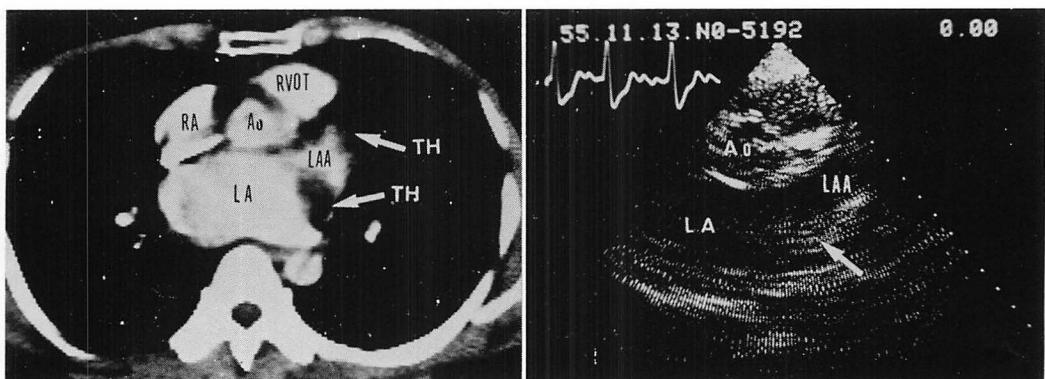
Computed tomogram and two-dimensional echocardiogram of a patient with mitral stenosis.
